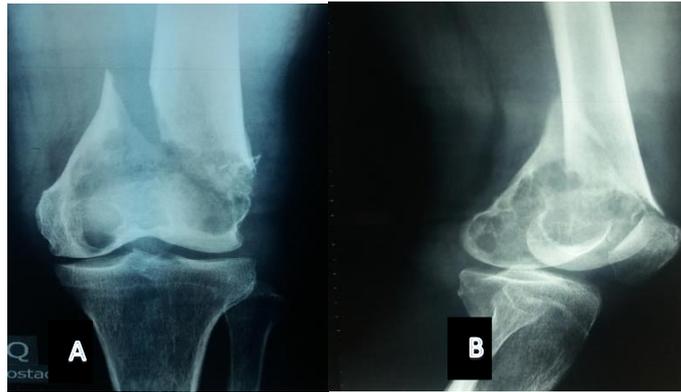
Radiografía anteroposterior de fémur distal derecho.
